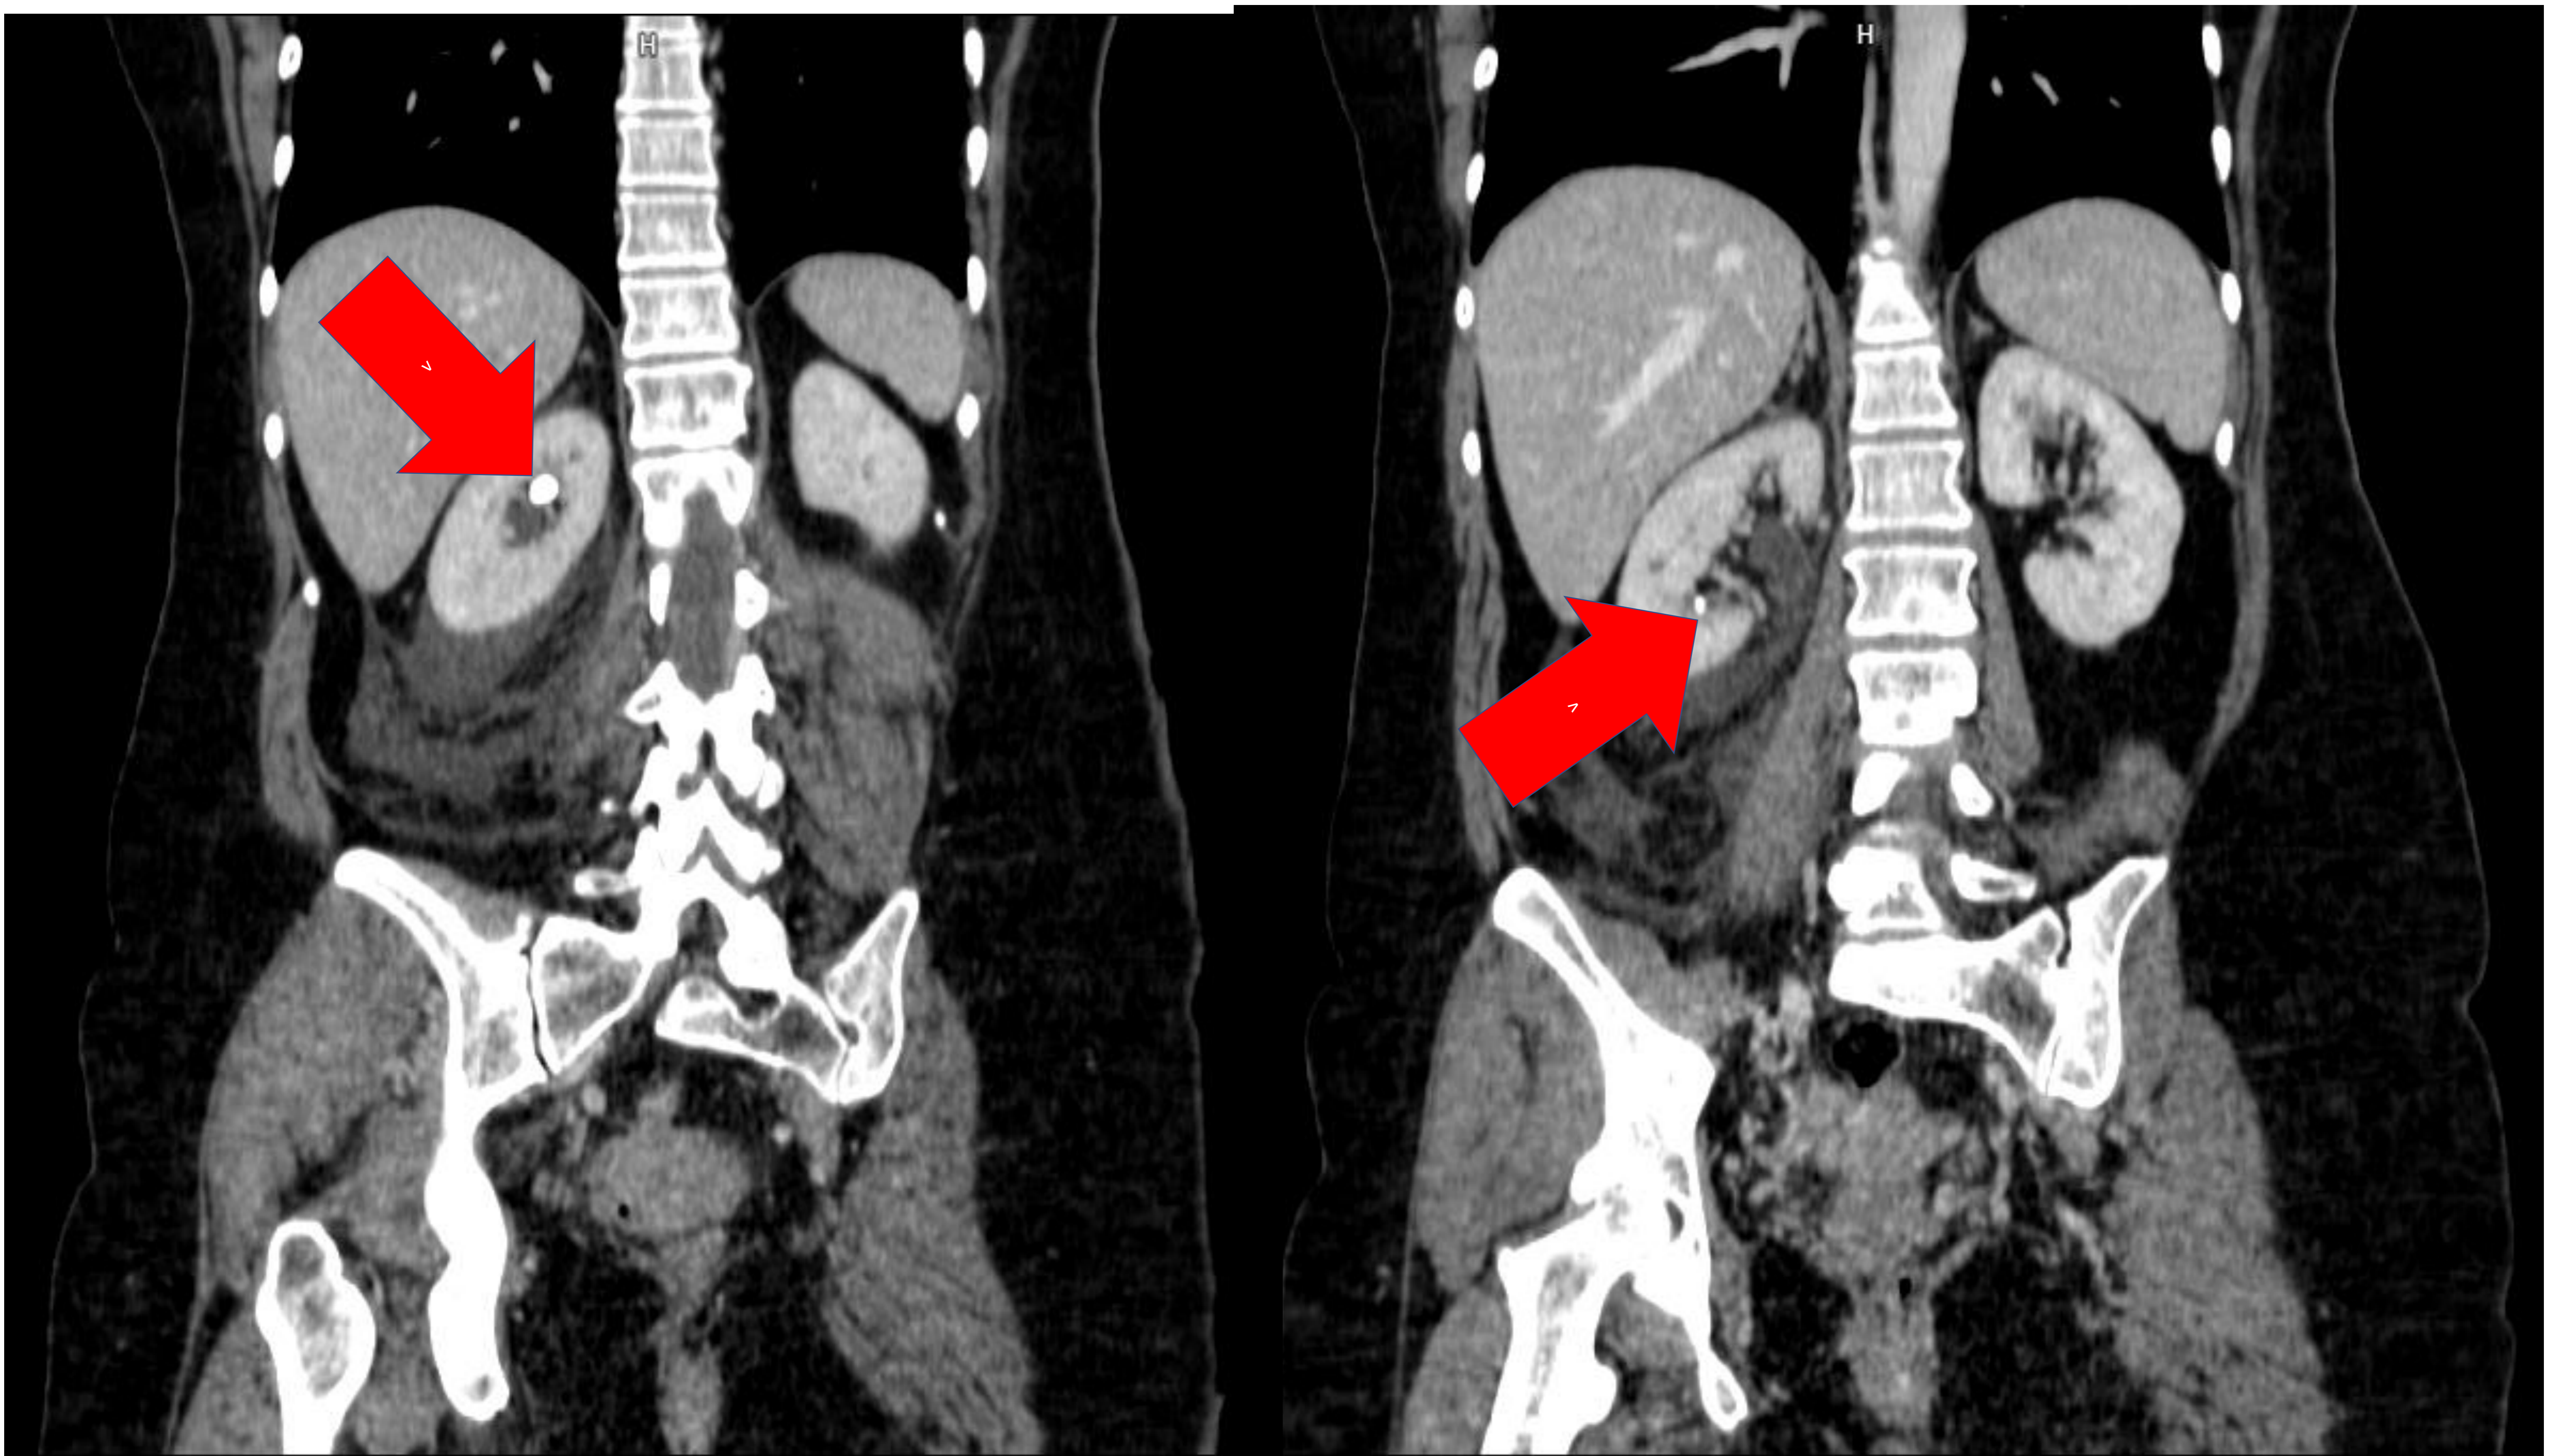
(uro-TC coronal sin contraste). En otro caso distinto, se aprecia un riñón derecho discretamente aumentado de tamaño con parénquima homogéneo y adecuada captación de contraste. Se identifican al menos dos imágenes litiásicas, la de mayor tamaño de 8 x 6 mm en grupo calicial superior y otra de 4 mm en tercio medio/mesoriñón. Además se aprecian notables cambios inflamatorios (presencia de líquido libre perirrenal y estriación de la grasa adyacente a la corteza renal).
